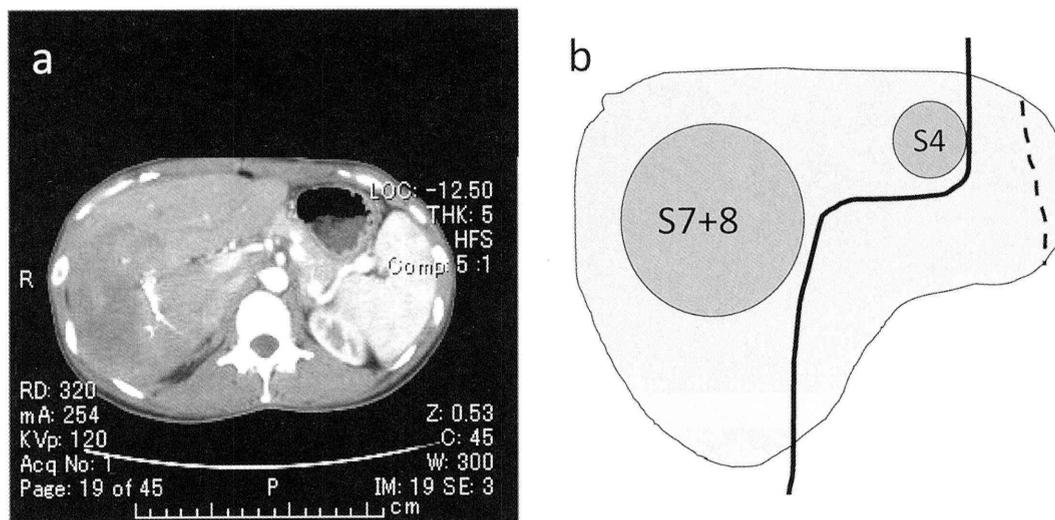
門脈塞栓術 27 日後の CT (a) 第 2 回目の手術のシエーマ；切離予定線 (実線) 肝門索 (点線)
